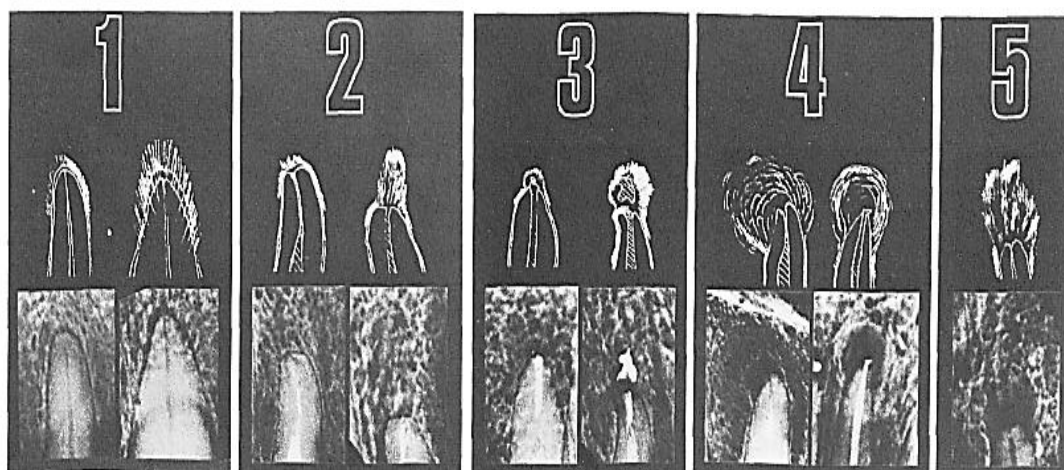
Radiografias tomadas como referência para a valorização do estado periapical utilizando o Índice Periapical (PAI). Foram seleccionadas por Örstavik *et al.*, em 1985, entre o material original utilizado por Brynolf. Adaptado de Pinzón *et al.*, 2003.
